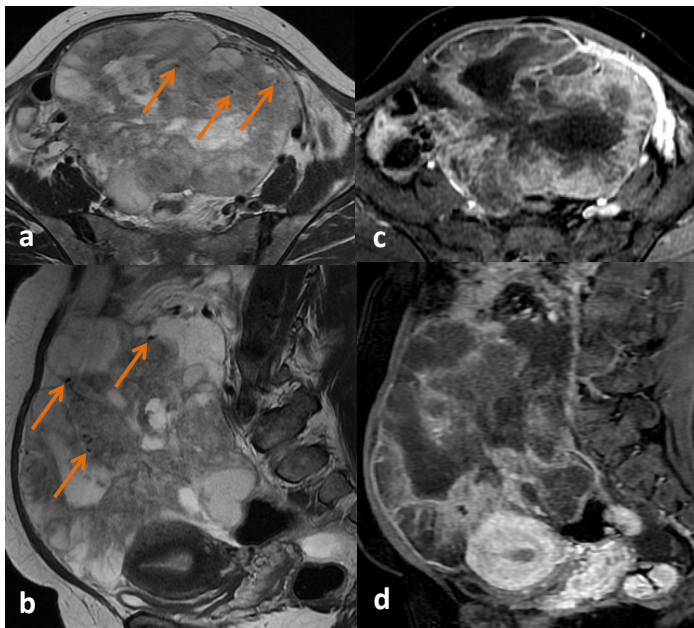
RM de mulher de 50 anos, com acentuado aumento do volume abdominal. No (a) axial e (b) sagital T2 identifica-se volumoso tumor abdominal e pélvico heterogêneo, com abundante componente sólido, e algumas imagens punctiformes de vazios de sinal no seu interior (setas). No estudo dinâmico (c) axial e (d) sagital apresenta moderado a intenso realce do componente sólido. Os ovários não foram identificados. A biópsia do tumor em estudo fez o diagnóstico histológico de metástase anexial de adenocarcinoma do ovário.
